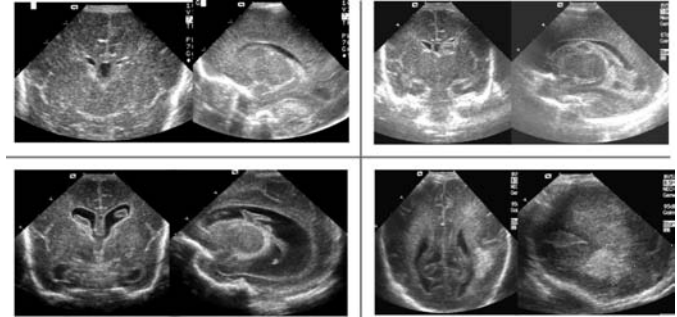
Corespondențe sonografice
